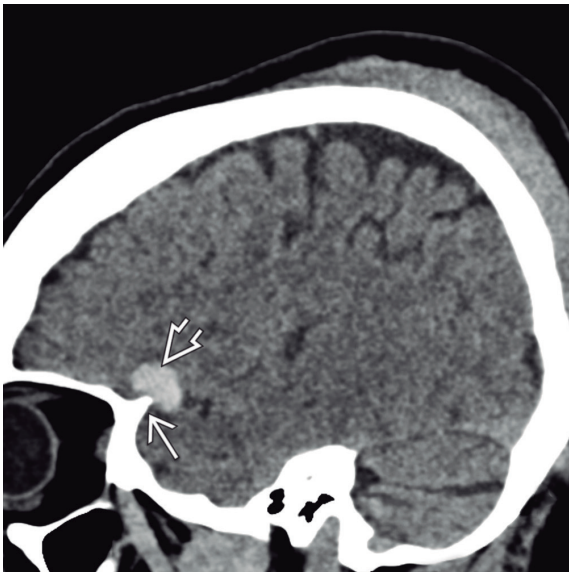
TC sin contraste sagital de una lesión craneoencefálica cerrada que muestra una contusión cortical (*flecha hueca*) inmediatamente adyacente a una cresta ósea del ala mayor del esfenoides (*flecha recta*).
